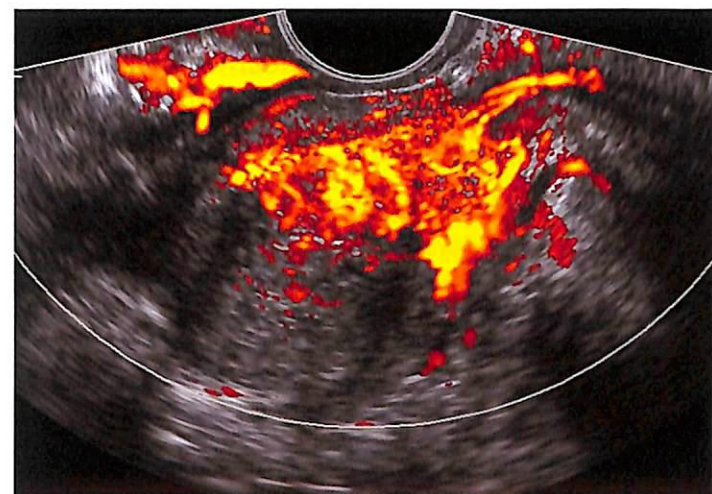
ТРУЗИ простаты с ЭК. Варикозное расширение вен геморроидального сплетения с пенетрирующим апоневроз Денонвилье питающим простату сосудом. При подобной эхографической картине противопоказана чреспузырная аденомэктомия.
